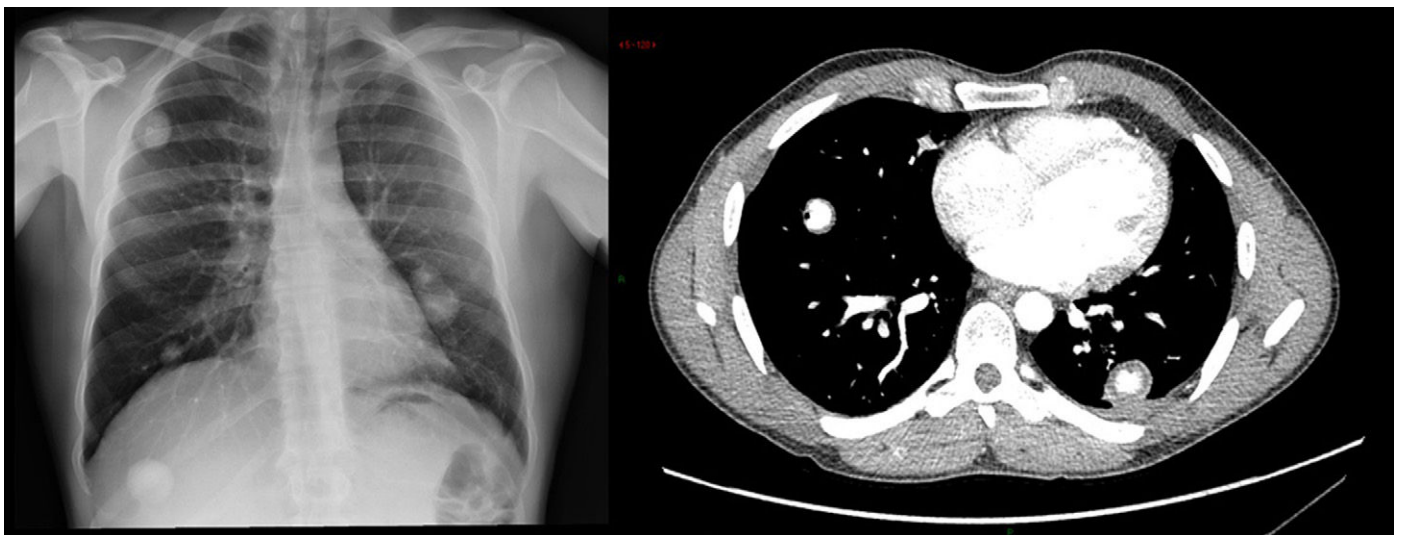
Radiografía y TC con nódulos pulmonares bilaterales.
